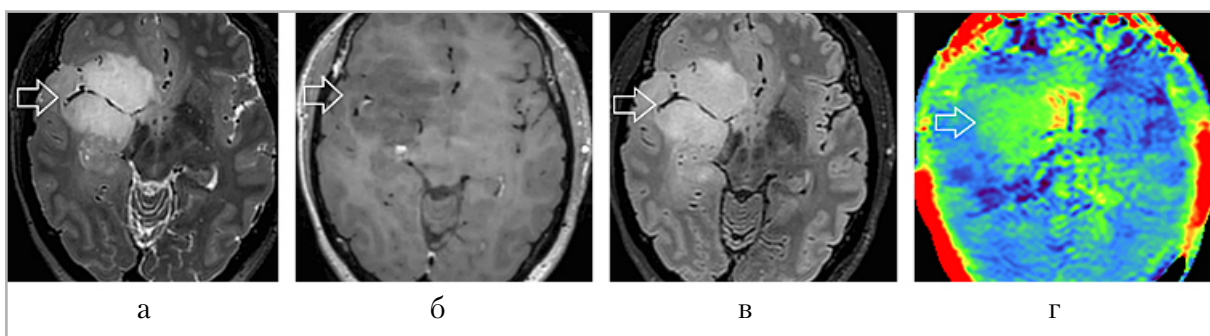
Женщина, 42 года. МР-изображения головного мозга: *a* – T2-взвешенные изображения; *б* – T1-взвешенные изображения после контрастного усиления; *в* – T2-FLAIR-взвешенные изображения пациента; *г* – изображения, взвешенные по амидному протонному переносу; объемное образование правой лобно-височно-островковой области (*стрелка*), астроцитома IDH-mutant, ICD-O code 9400/3, Grade 2, без признаков симптома T2/T2-FLAIR несоответствия, не накапливающее контрастный препарат, со слабым повышением сигнала на АПП-взвешенных изображениях; нормализованное максимальное значение КСА в периферической части – 3,41
